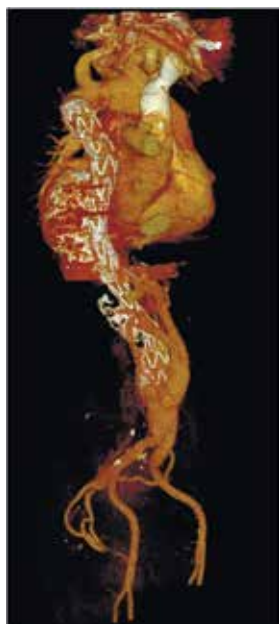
МСКТ аорты после II этапа гибридного лечения (стентирования аорты).
